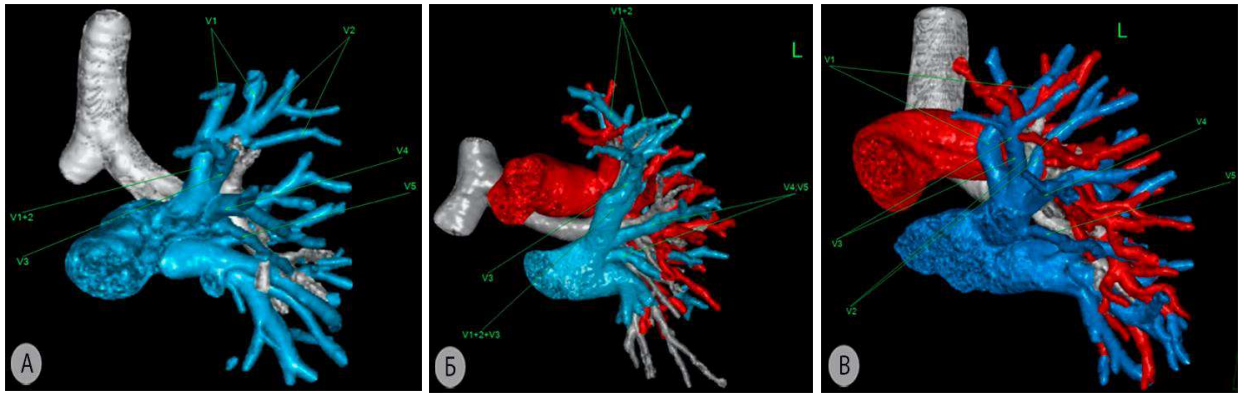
Наиболее распространенные варианты венозного оттока от верхней зоны левого лёгкого (3D-реконструкция МСКТ-АГ) а – посредством двух сегментарных вен ($V^{1+2}+V^3$); б – наличие одной магистральной вены (V^{1+2+3}); в – рассыпной тип оттока. V^1 – верхушечная вена; V^2 – задняя вена; V^{1+2} – верхушечно-задняя вена; V^4 – верхняя язычковая вена; V^5 – нижняя язычковая вена; V^{1+2+3} – общий венозный ствол от сегментов верхней зоны
